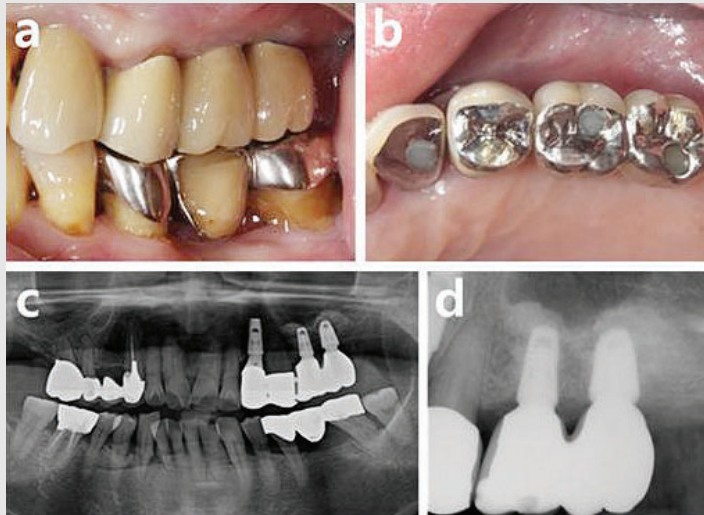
Clinical pictures and radiographs 13 months after implant surgery. (a) buccal view, (b) occlusal view, (c) panoramic view, (d) periapical view.
